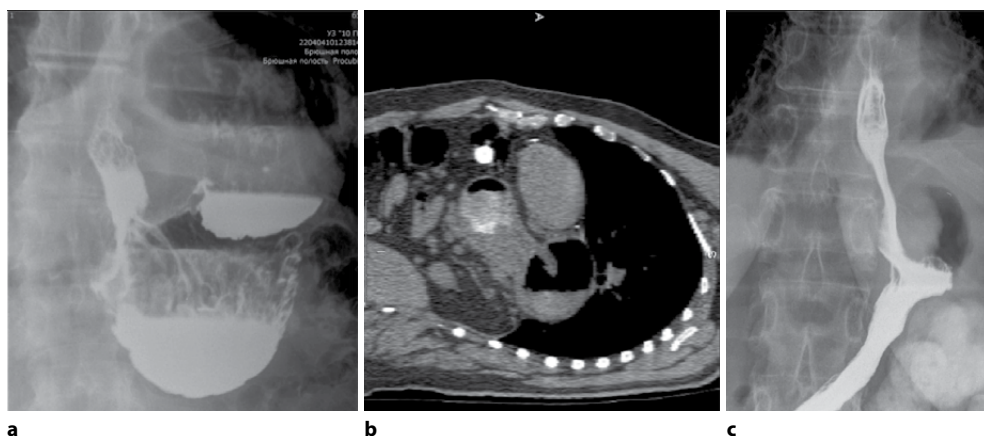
Лучевая диагностика ПЭГ с заворотом желудка у пациента С.: а) заворот желудка с депонированием контраста; б) на КТ ОБП в сагиттальной проекции: в заднем средостении заворот желудка с двумя горизонтальными уровнями; в) на 1-е сутки после операции пищевод и желудок свободно проходимы для контраста
